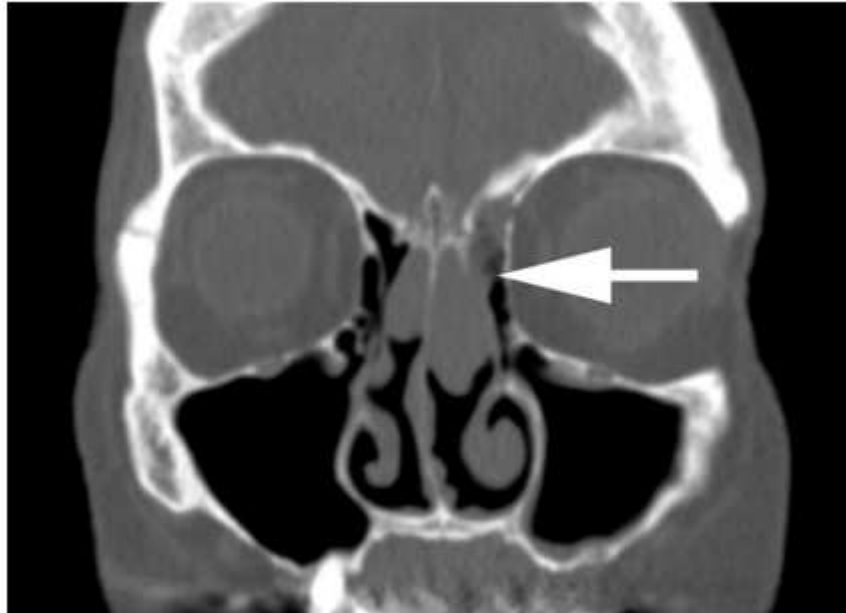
REAH, la TC mostra un solco olfattorio espanso con una massa di tessuti molli (freccia).
